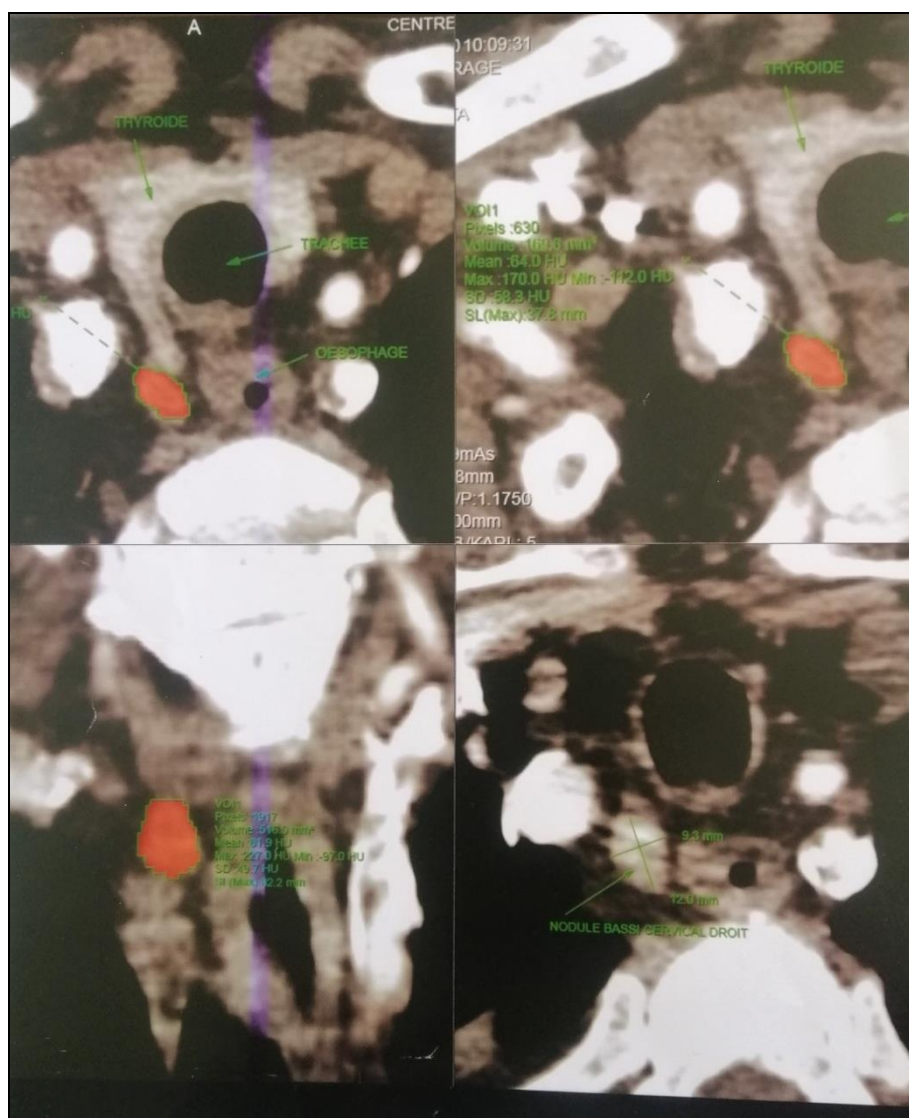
TDM cervicale montrant un nodule parathyroïdien basi-cervical droit mesurant 12x9x10mm et d'un volume de 170mm³ avec adénomégalies médiastinales sous-jacentes, absence de lésion osseuse suspecte à l'étage cervical
